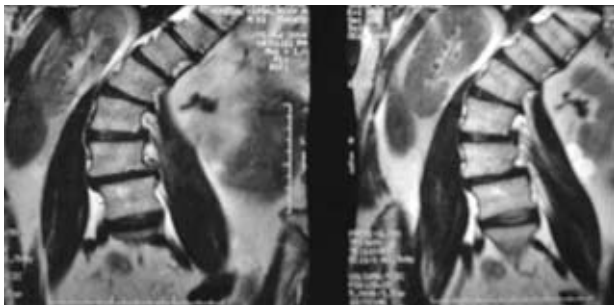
RM en la que se detecta escoliosis muy severa toracolumbar de concavidad lumbar izquierda. Pinzamiento degenerativo de los discos intervertebrales. Protusiones globales L3-L4, L4-L5 y L5-S1. Reducción global de los forámenes de conjunción del segmento L4-S1. Tendencia a la estenosis de canal lumbar con signos de distorsión del saco tecal L4-L5.
